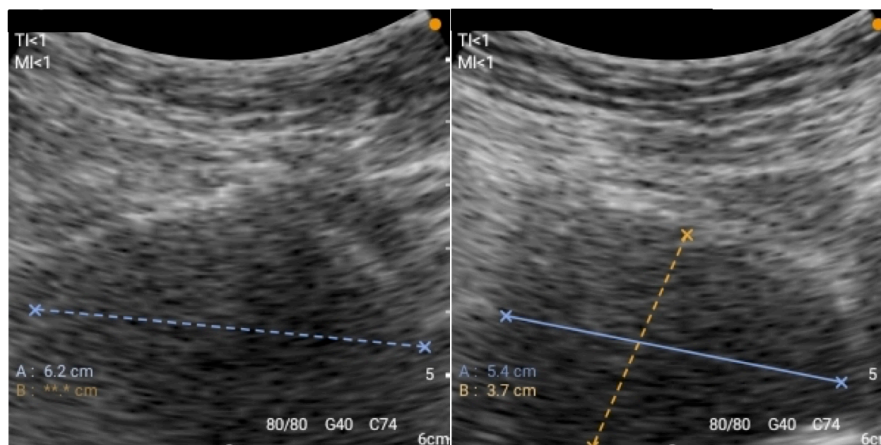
超音波検査による残尿測定（左：横断面の観察 右：縦断面の観察 この症例での残尿量は約62mlであった）
